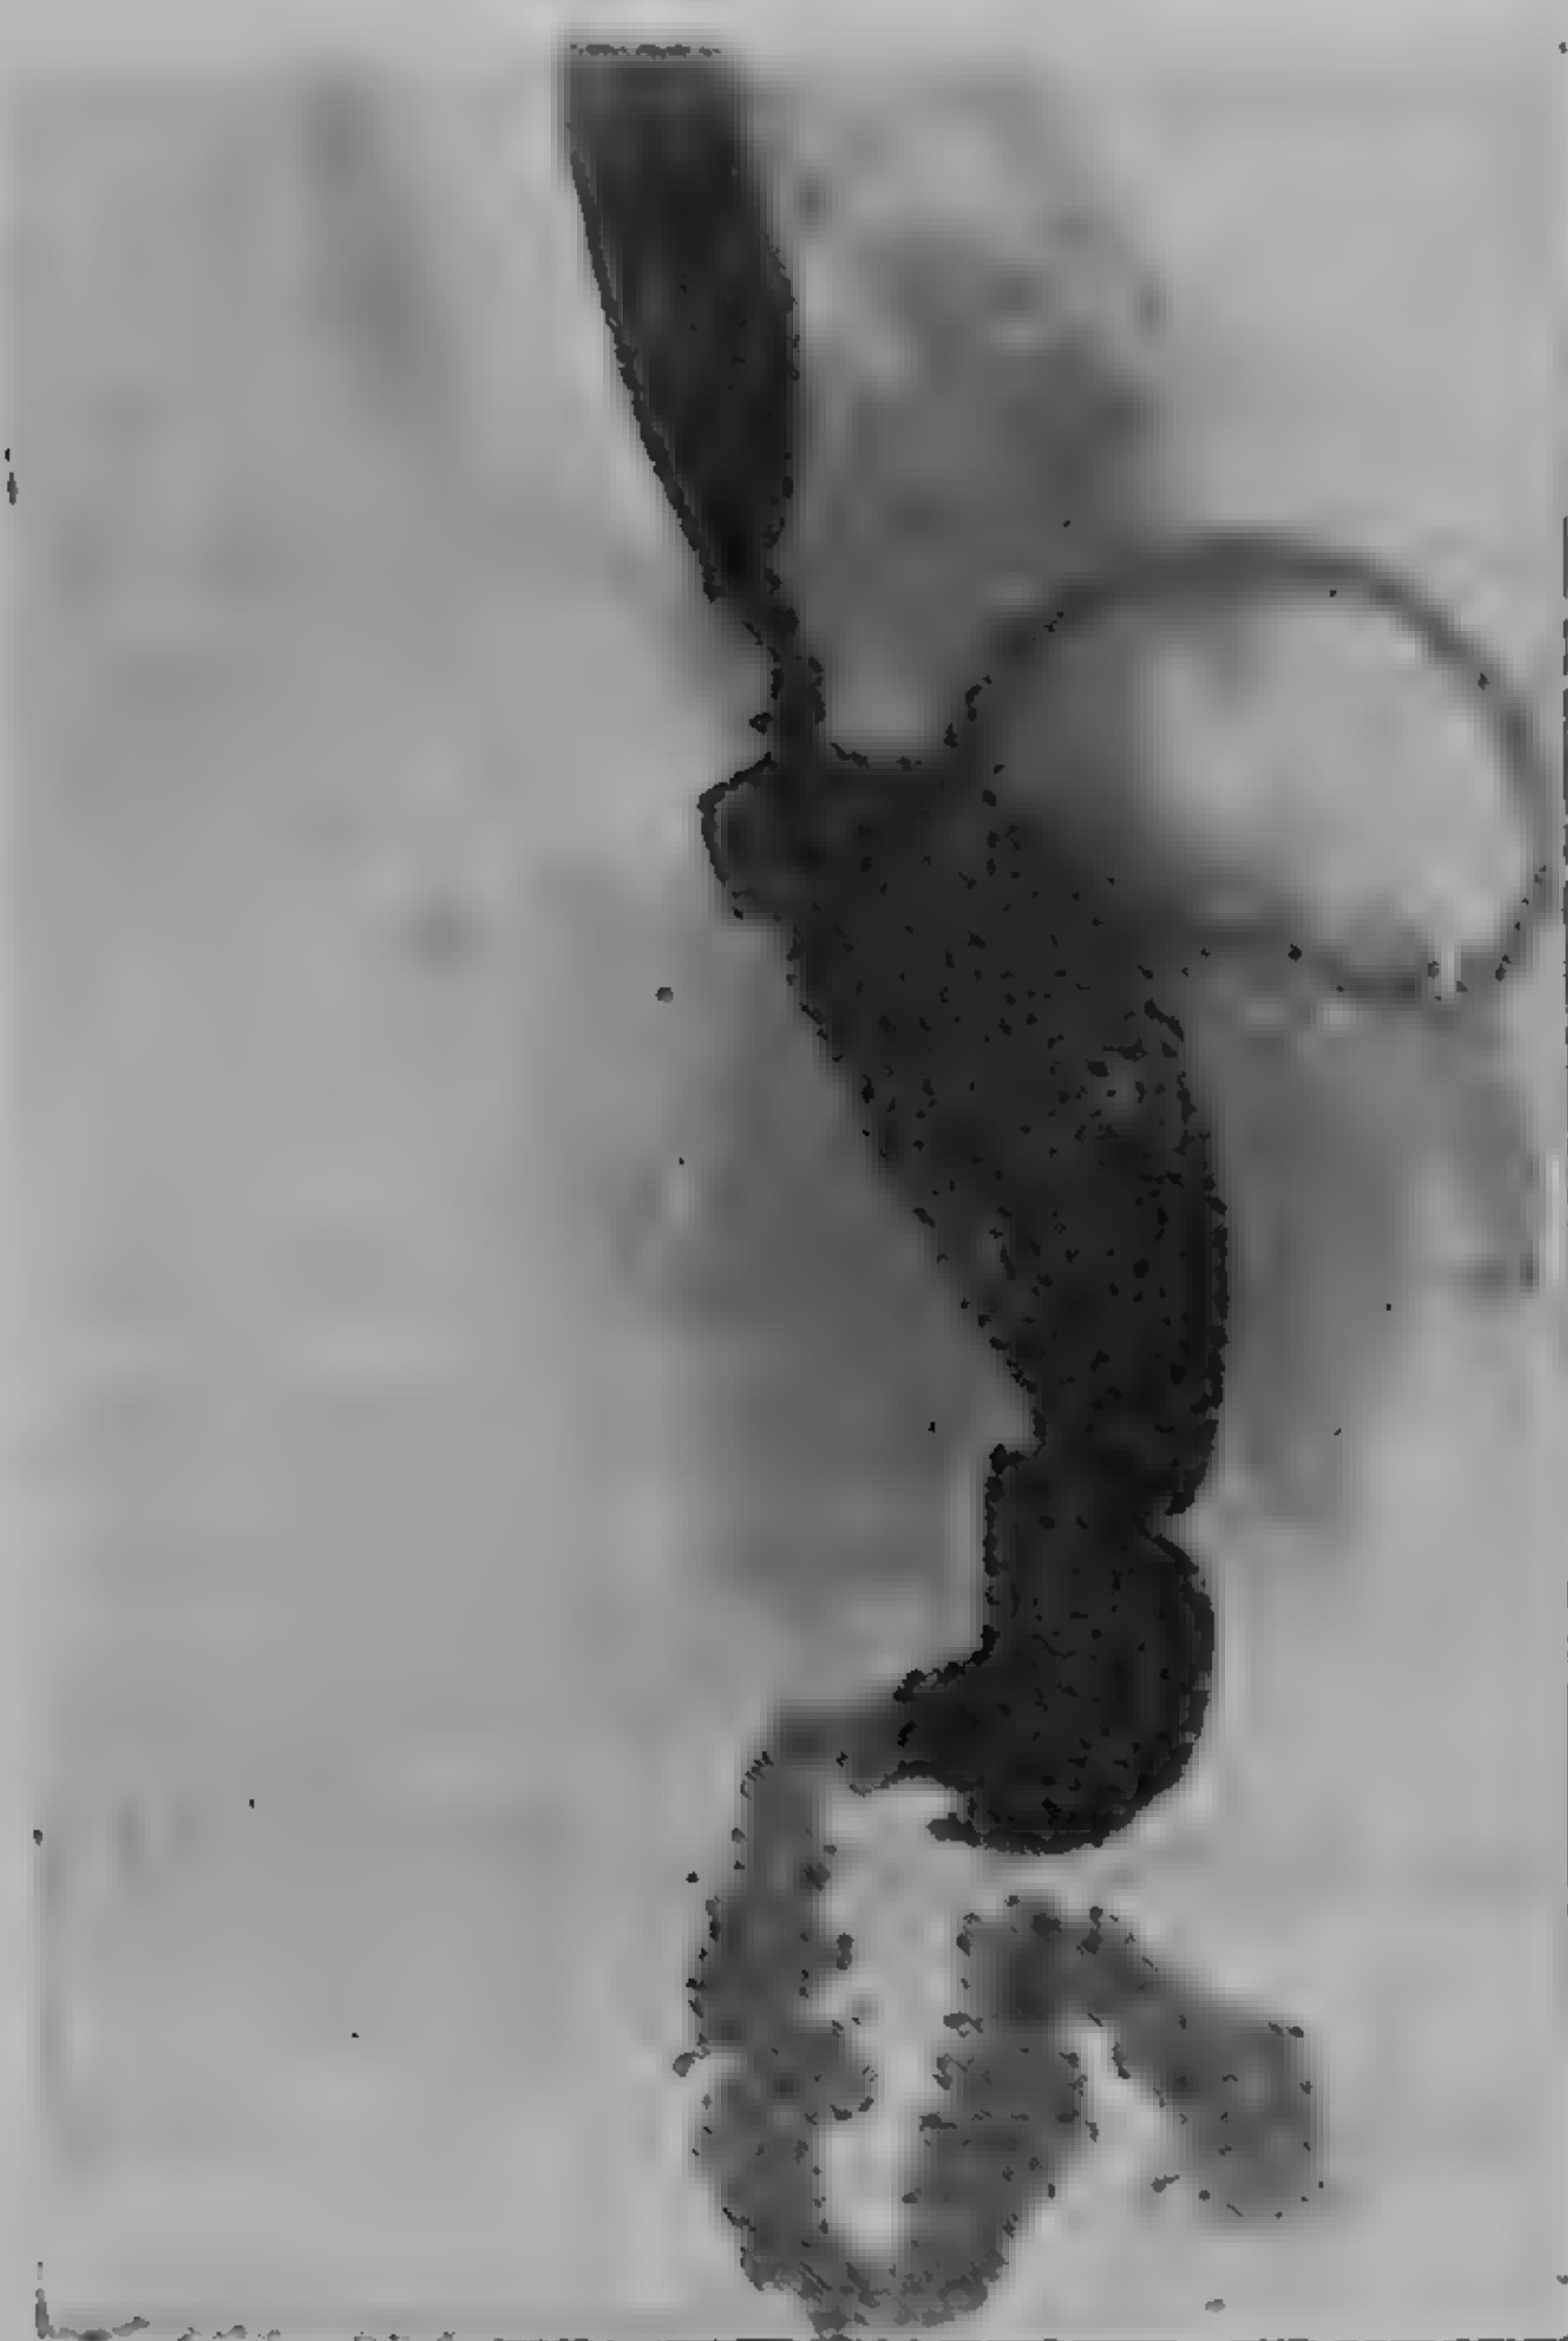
Cancer în treimea inferioară a esofagului (radiografie dr. I. Zissu)
